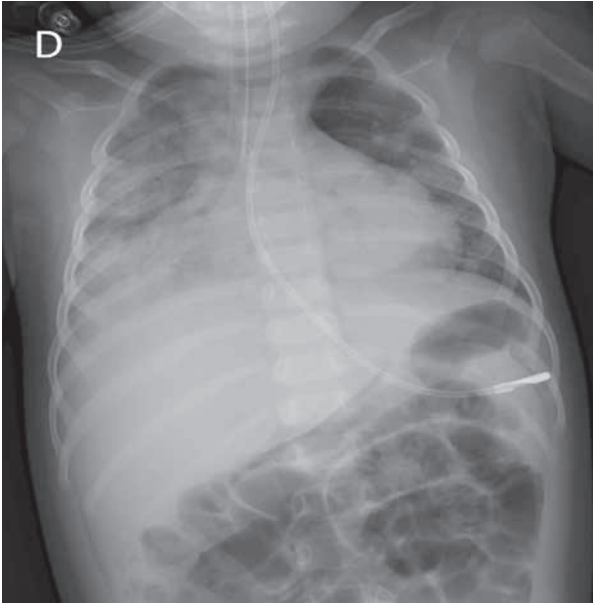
Radiografía postintubación en UCIP. Tubo endotraqueal en bronquio principal derecho.
